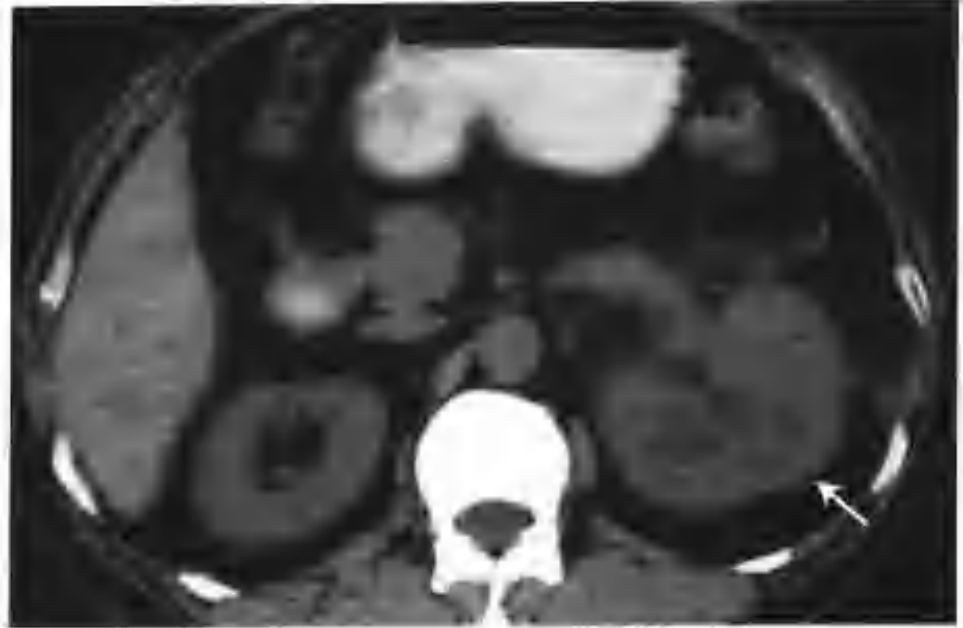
左肾细胞癌（CT平扫示左肾巨大肿物，累及全肾，平扫密度不均（箭头））
